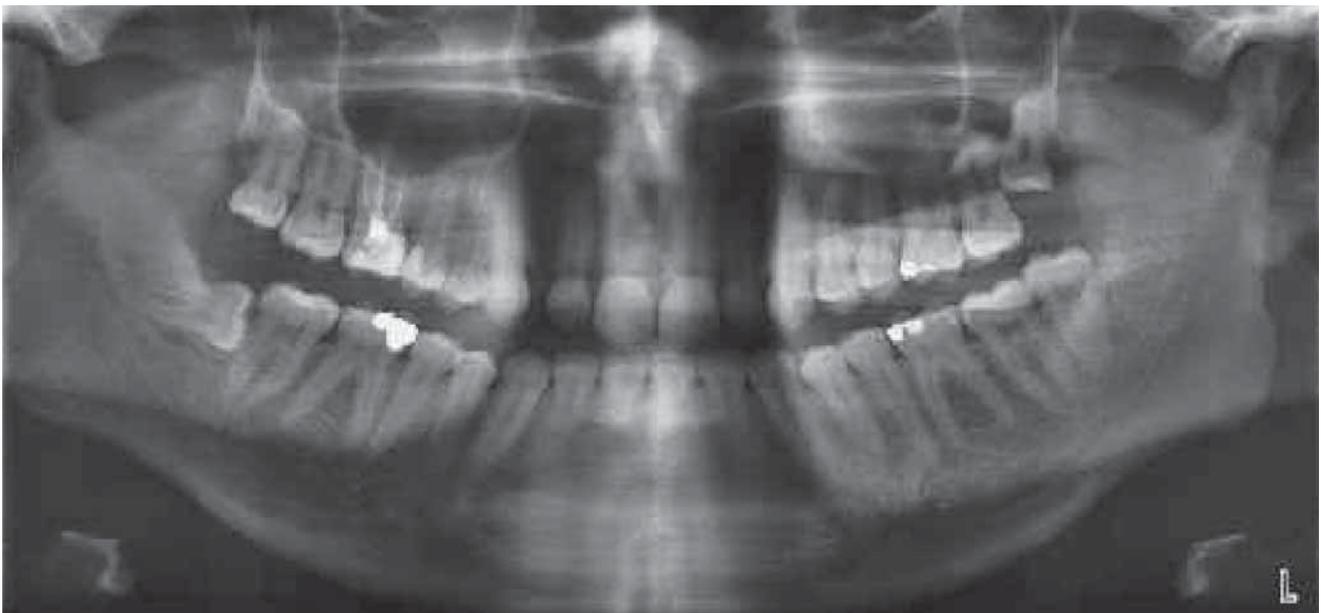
Präoperatives Orthopantomogramm
